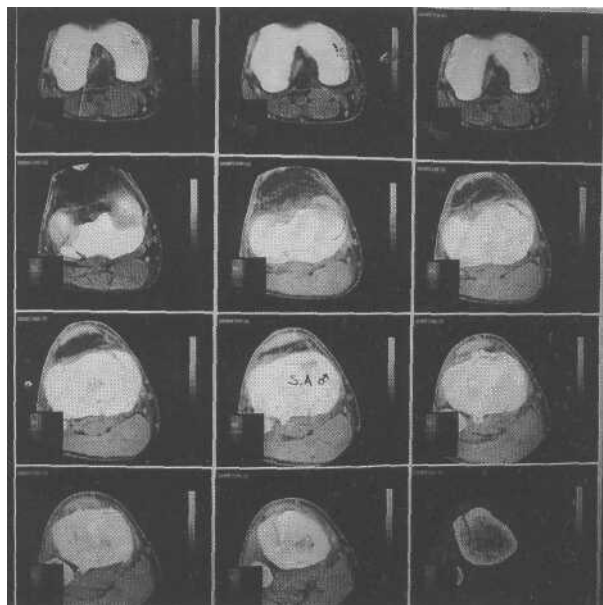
Stesso caso di Figura 3, esame TAC.
